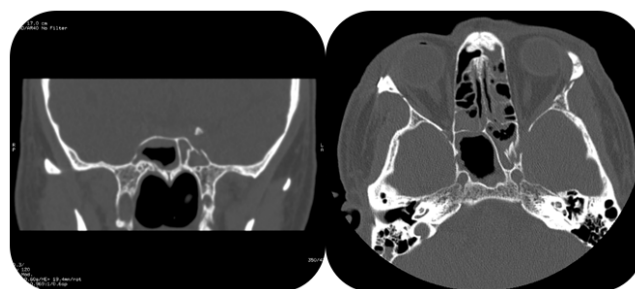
TAC de órbita donde se observa fractura desplazada de la pared lateral izquierda del seno esfenoidal. La imagen izquierda corresponde a un corte coronal y la imagen derecha a un corte transversal.
